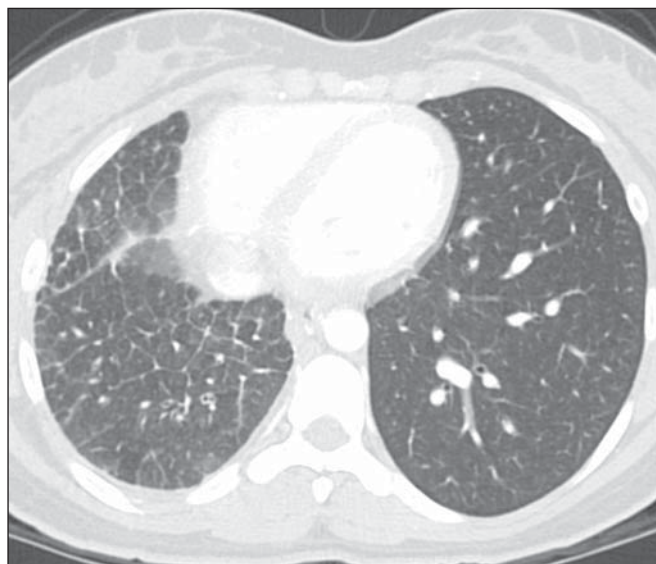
Tomografia computadorizada do tórax em corte axial demonstrando espessamento dos septos interlobulares e opacidades em vidro fosco no lobo inferior direito.
